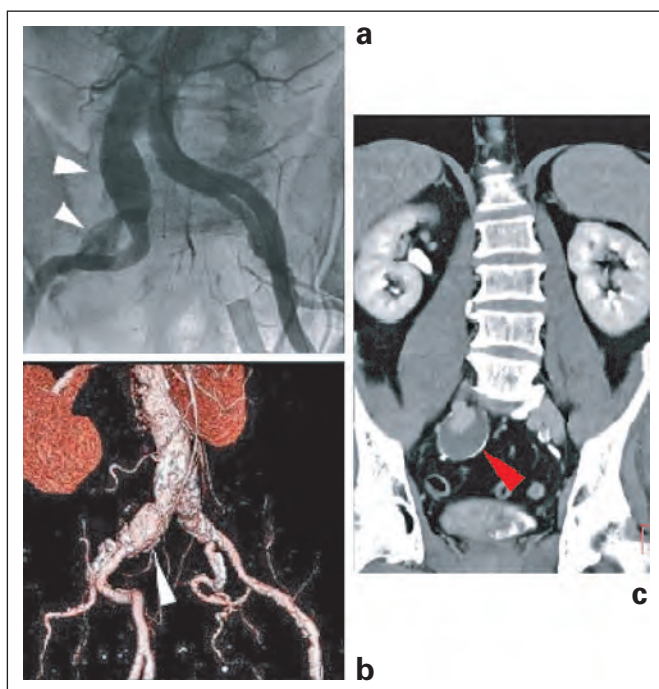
(a) Angiographischer Befund (Luminographie) eines Aneurysmas der A. iliaca communis und interna rechts (weißer Pfeil), (b) multiplane Rekonstruktion (3D-VRT) eines Aneurysmas der A. iliaca communis rechts (weißer Pfeil); (c) Nachweis von Wandpathologien des Aneurysmasacks mittels CT-Angiographie (roter Pfeil = Kalkifikation und wandständiger Thrombus).
